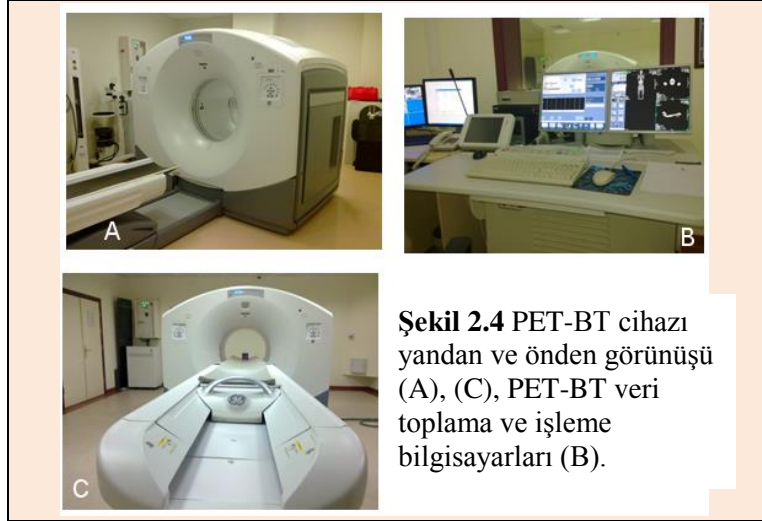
Hibrit PET-BT cihazı.
